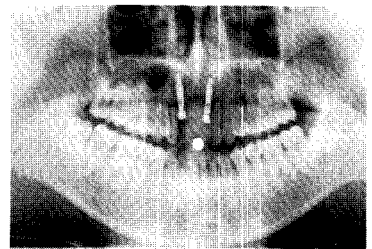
술후 파노라마 방사선 사진.
